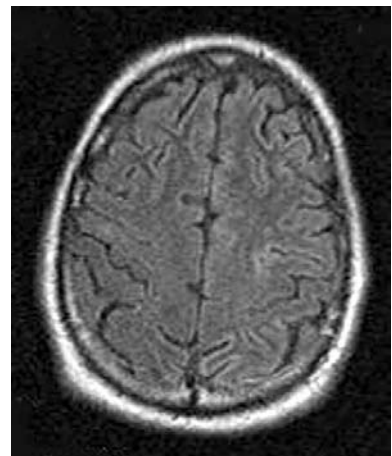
Axial FLAIR. Hiperintensidad cortical en giro pre y post central izquierdo, parietal superior y frontal bilateral y paracentral izquierdo.
